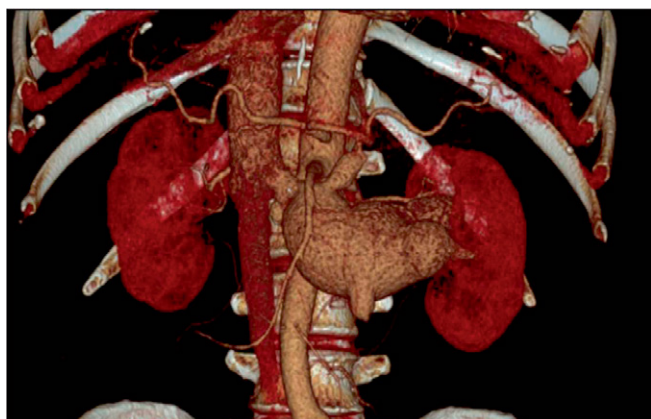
МСКТ-ангиограмма брюшной аорты больного, 3D-реконструкция. Определяется фистула между аортой и расширенной левой почечной артерией
